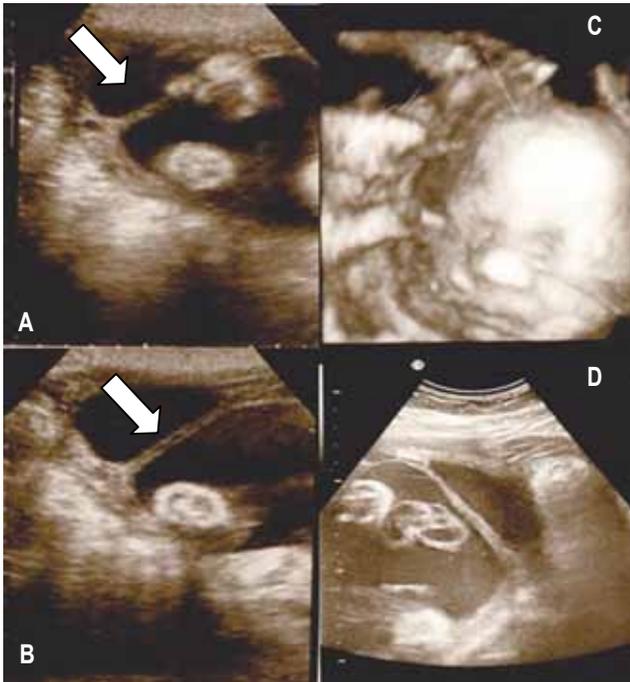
A, B con ultrasonido 2 D, cortes sagitales, muestran muestra lámina completa sin borde libre en borde inferior del útero (flecha); figuras C, D ultrasonido 3D, corte sagital mostrando que no hay compromiso fetal por parte de la lamina amniótica.
